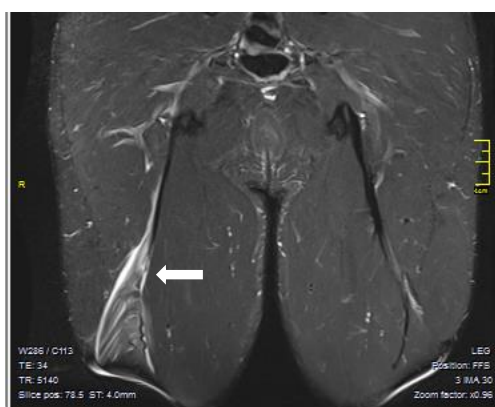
Tall coronal d'una RMN amb una seqüència de supressió grassa tipus T2 fat.sat d'una lesió a la porció llarga d'un bíceps femoral.
